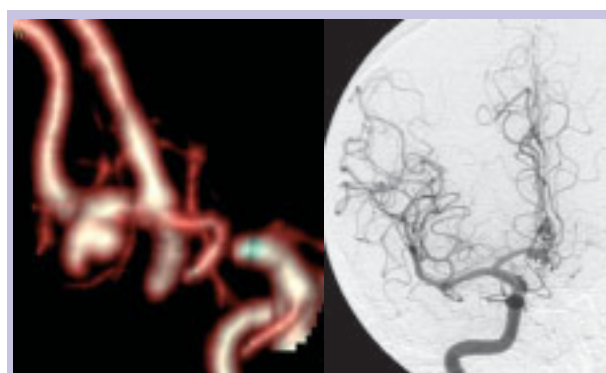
Angio-TC: reconstrução tri-dimensional de aneurisma sacular, bilobado da região da artéria comunicante anterior e comparação com angiografia de subtração digital (ASD)
